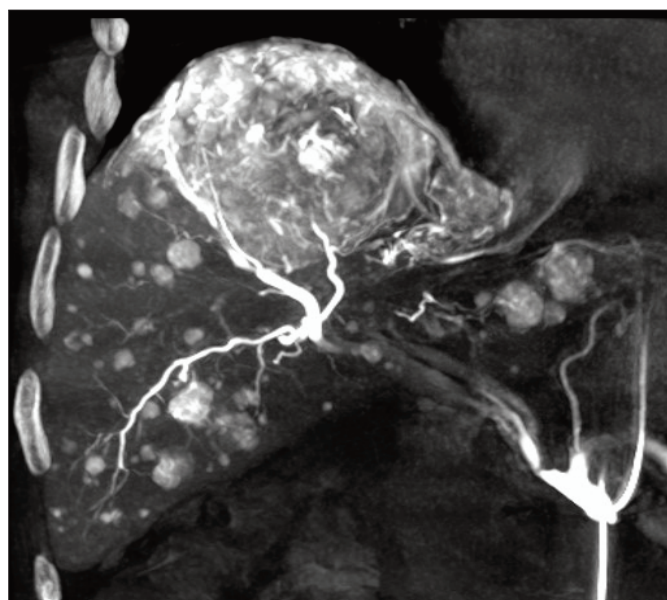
Первая в России ПДКТ-АГ у пациента с множественными внутрипеченочными метастазами ГЦР. Исследование выполнено в СПб ГБУЗ «ГКОД» на ангиографической установке Innova-4100 (GE, США) путем введения в общую печеночную артерию 45 мл КП со скоростью 3 мл/сек (продолжительность введения 15 сек) и началом 5-секундного сканирования на 10 сек. При выполнении ПДКТ-АГ в печени обнаружены множественные билобарные гипervasкулярные метастазы диаметром до 1 мм, не определявшиеся по данным МСКТ с внутривенным контрастированием.
